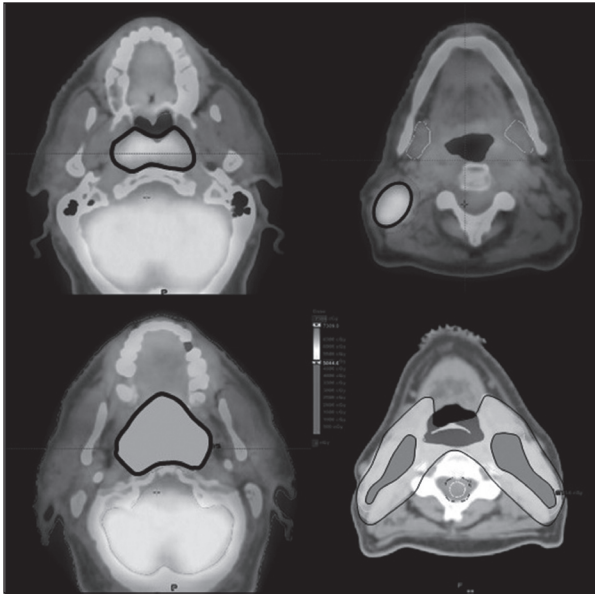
Contorneo de volúmenes de radioterapia sobre 18F-FDG PET/CT de simulación para IMRT y verificación dosimétrica.
